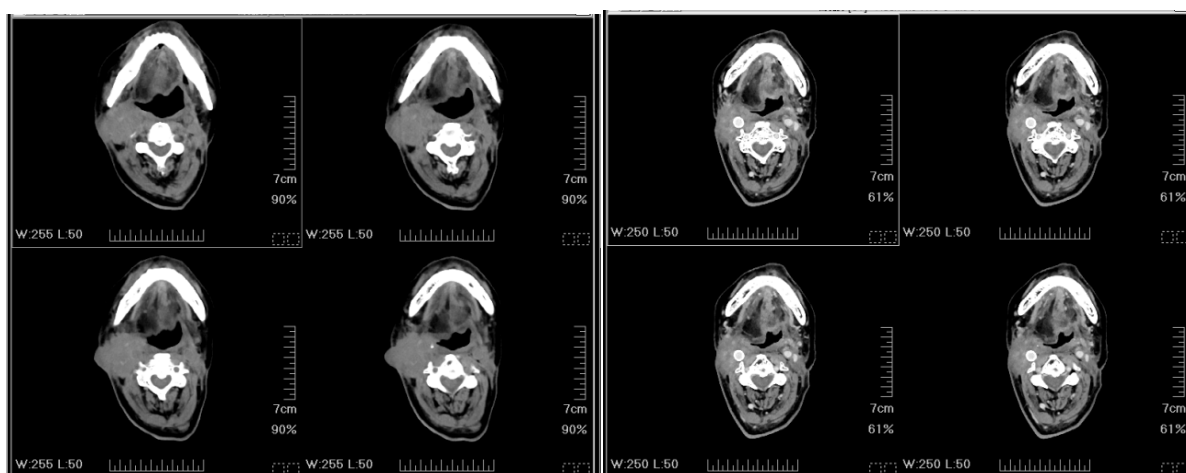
Computed tomography before and after treatment
